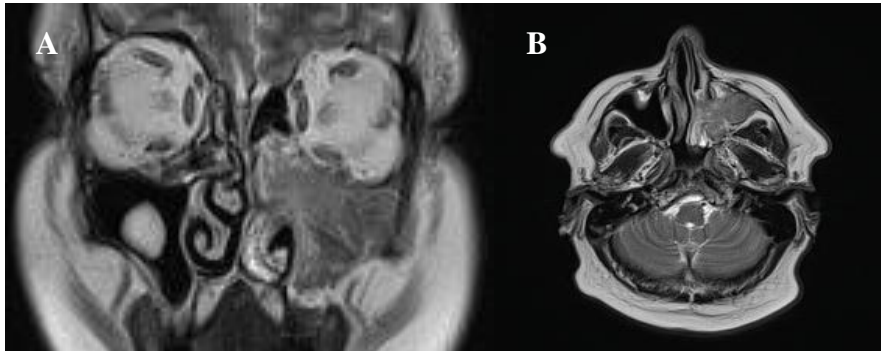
MRT des Gesichtsschädels mit Kontrastmittel eines 55-jährigen Patienten mit vollständiger Verlegung des linken Sinus maxillaris mit inhomogener Kontrastmittel-Aufnahme, Arrosion der medialen Sinuswand sowie Infiltration der linken Conchae nasales durch ein invertiertes Papillom (Krouse T3). A) Koronare Schicht. B) Axiale Schicht.
